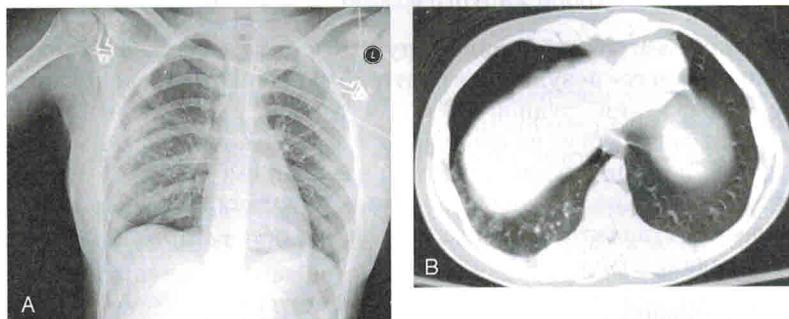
Правосторонний признак глубокой борозды у больного с правосторонним пневмотораксом. На рентгенограмме (А) пневмоторакс выявляется в виде глубокого правого синуса плевры и заостренного контура печени. КТ подтверждает пневмоторакс (В)
